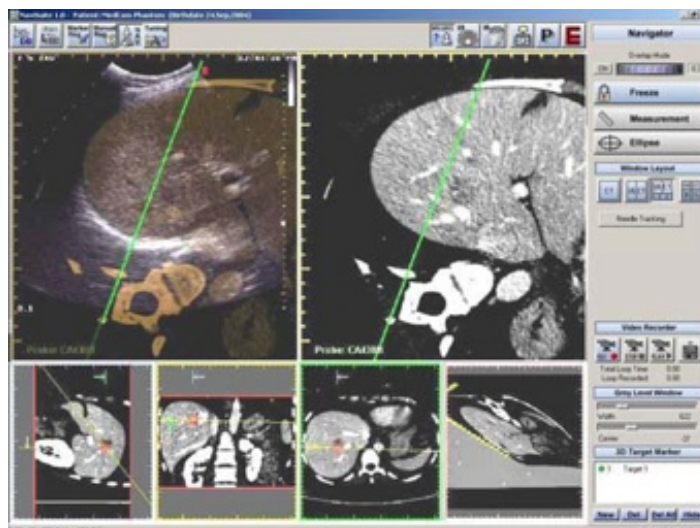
Bildfusion von präoperativen CT- und intraoperativ aufgenommenen Ultraschall-daten nach erfolgreicher Registrierung. Die grüne Linie zeigt die Trajektorie der Ablationsnadel und kann durch das Tracking von Schallkopf und Nadel im Bild visualisiert werden. Quelle: [SGBS10]
